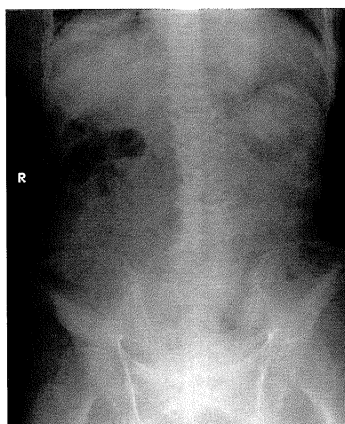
腹部単純X線写真(臥位) / 左側腹部を中心とする無ガス領域と、右上腹部に小腸ガス像を認める。
